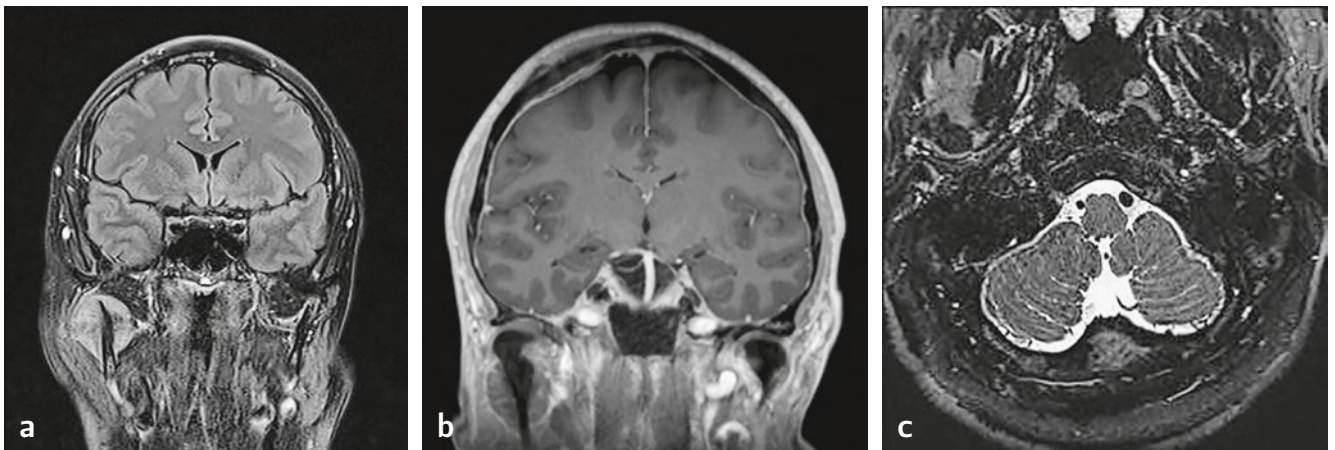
Magnetresonanztomografie (MRI) in koronarer (a und b) und axialer (c) Schicht. T1-Gewichtung in b; T2-Gewichtung in a und c
